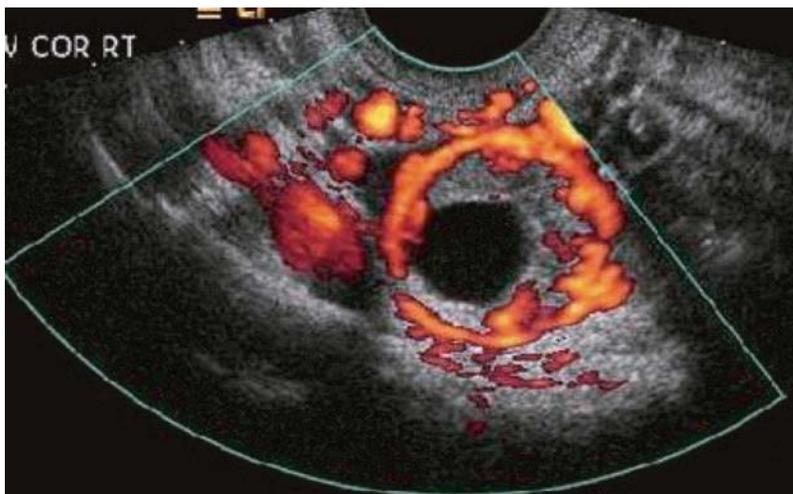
Típico anillo de fuego de un embarazo ectópico con power Doppler.
